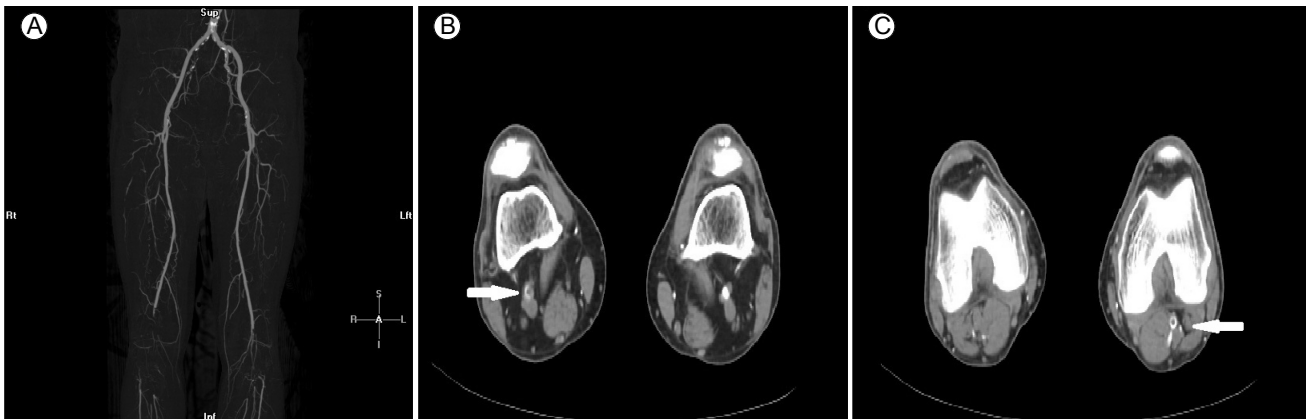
(A) Computed tomography angiography of the lower extremities showed bilateral total occlusion of the popliteal arteries. The cross-sectional image showed filling defects considered to be thrombo-embolic occlusions in both (B) the right popliteal artery and (C) the left popliteal artery (arrows).
